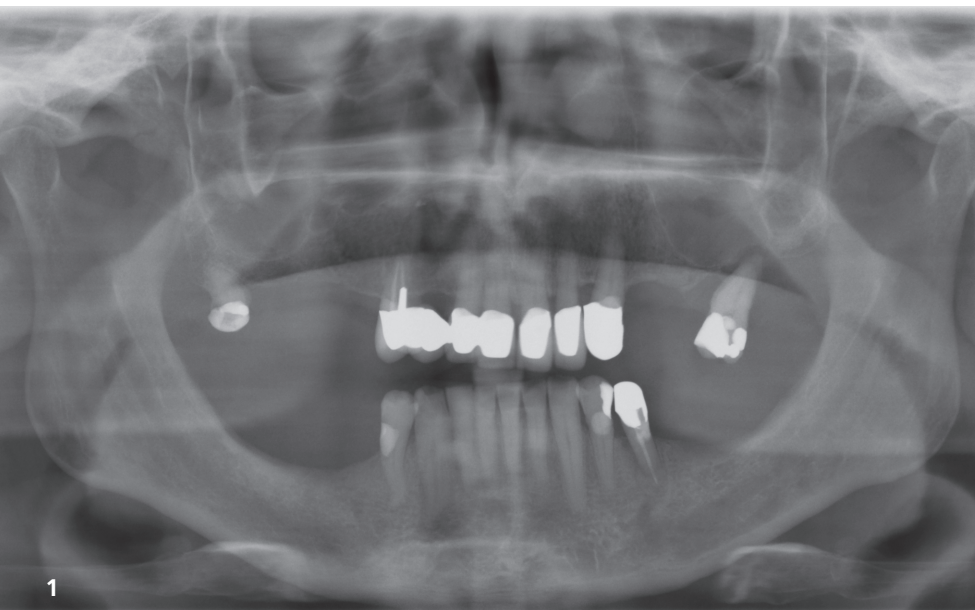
Röntgenologischer Befund.
